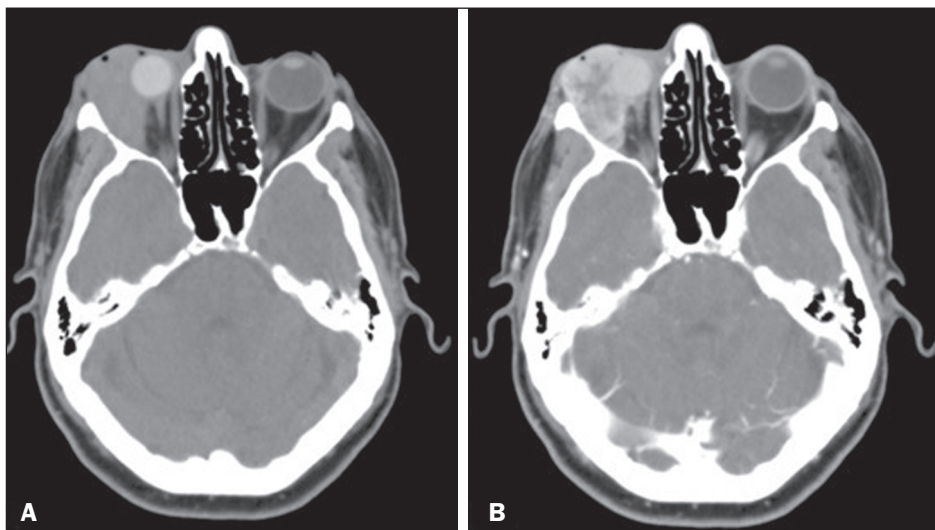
Cortes axiais de tomografia computadorizada de órbitas, antes (A) e após (B) a injeção do meio de contraste, mostrando lesão expansiva com realce heterogêneo localizada no compartimento lateral da órbita direita, com componentes intraconais e extraconais, em íntimo contato com os músculos retos lateral e inferior, nervo óptico, prótese ocular e glândula lacrimal ipsilaterais.
